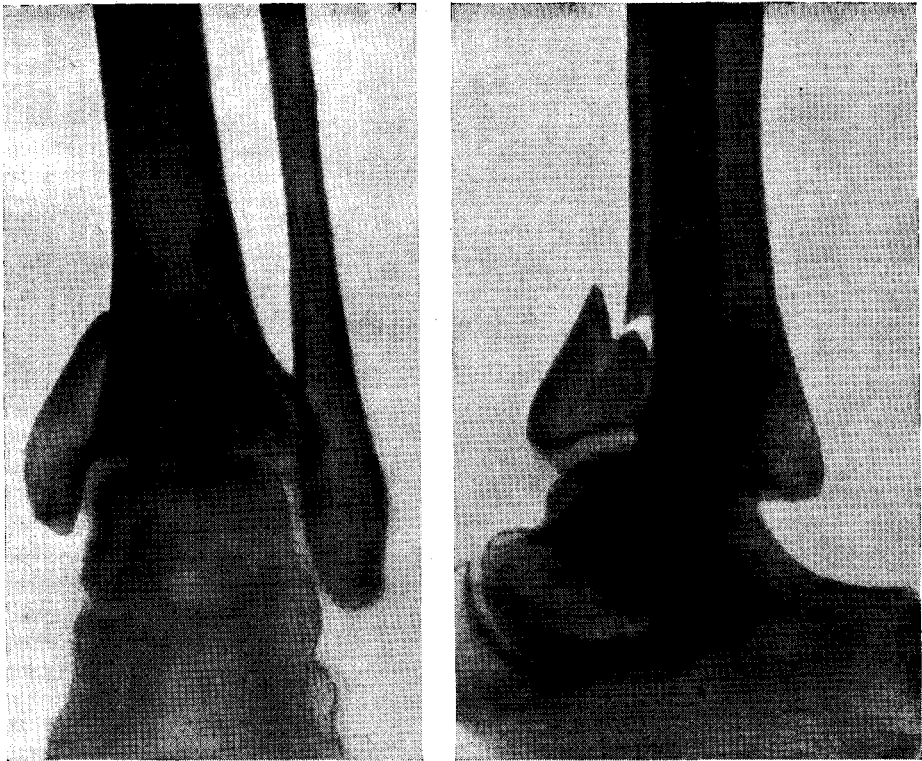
Перелом внутренней лодыжки и переднего края большеберцовой кости (одним фрагментом) с подвывихом стопы кпереди. Рентгенограмма.
